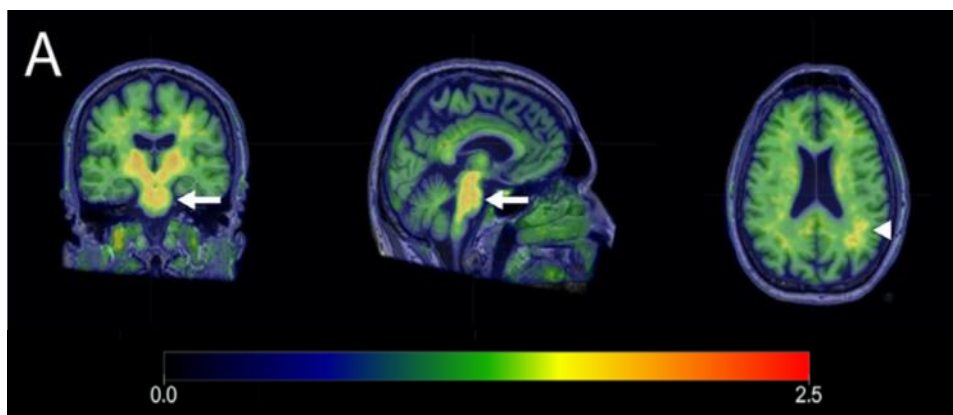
Cortes coronal, sagital e axial de PET ¹¹C-PiB reconstruídas com imagem de RM T1 num voluntário de 62 anos de idade, assintomático, que demonstra captação normal na substância branca do tronco cefálico. Adaptado de 67
